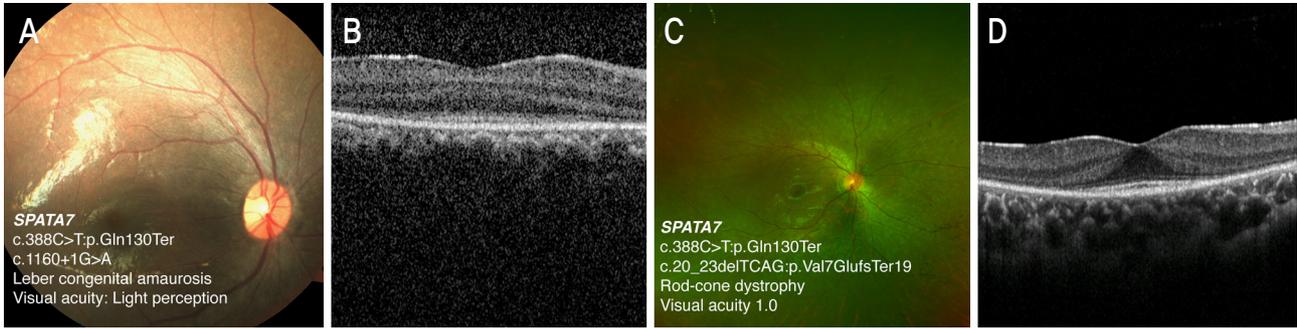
Leber congenital amaurosis and rod-cone dystrophy phenotypes according to different *SPATA7* mutations. (A, B) Fundus photograph showed marbled fundus, and optical coherence tomography revealed degeneration of photoreceptor layer with minimal remaining at the fovea. (C, D) Wide fundus photographs showed pigmentary retinopathy and optical coherence tomography revealed that photoreceptor layer was remained in the central fovea.
